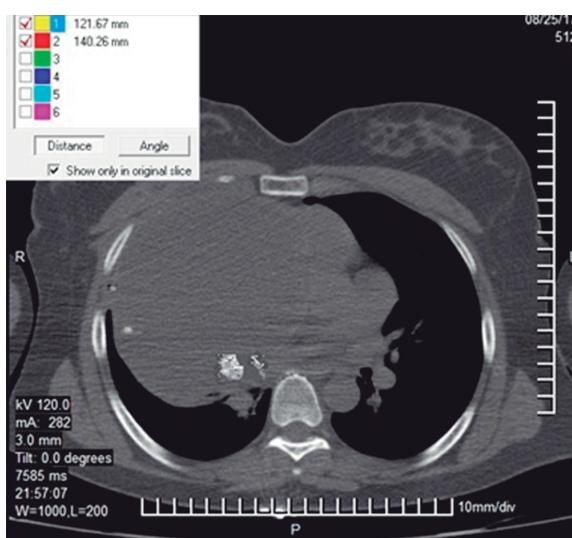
TAC. Imagen correspondiente al tercer paciente. Se observa la gran masa quística con algunas calcificaciones en su interior, que ocupa el hemitórax derecho y rechaza los órganos mediastinales hacia la izquierda. En el ángulo superior derecho, se observan las dimensiones del quiste.
